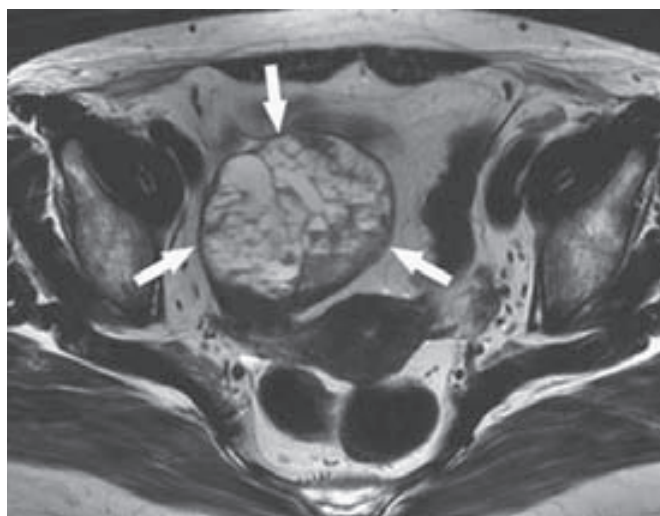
Imagen por tomografía computarizada (CT) de un tumor de células de la granulosa. (Con autorización de Jung, 2005.)
